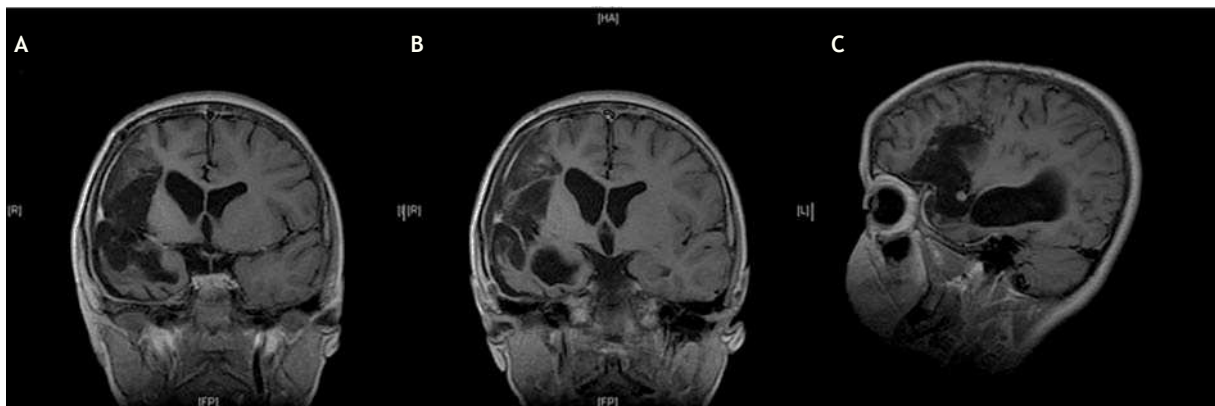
RMN posoperatoria. A-C T1 cortes coronal y sagital con gadolinio en los que se observa resección total de la lesión, además de discreta atrofia con surcos profundos y espacio subdural amplio.
